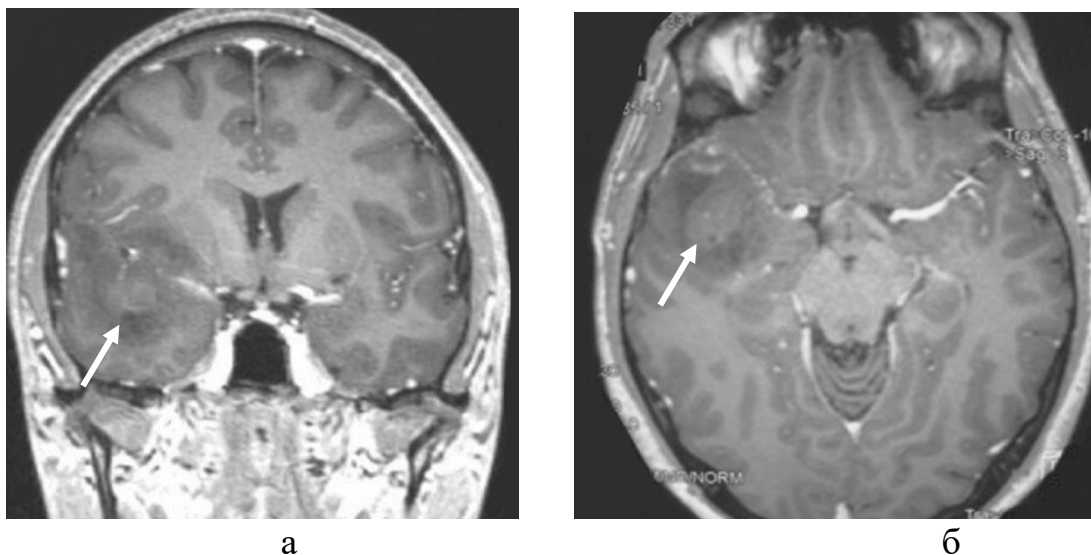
Магнитно-резонансная томография головного мозга в режиме T1 с контрастным усилением в коронарной (а) и аксиальной (б) проекциях: нейробластома локализуется в полюсе правой височной доли (белая стрелка), характеризуется диффузным типом роста и отсутствием накопления контрастного вещества (И/б 1394/2011)
